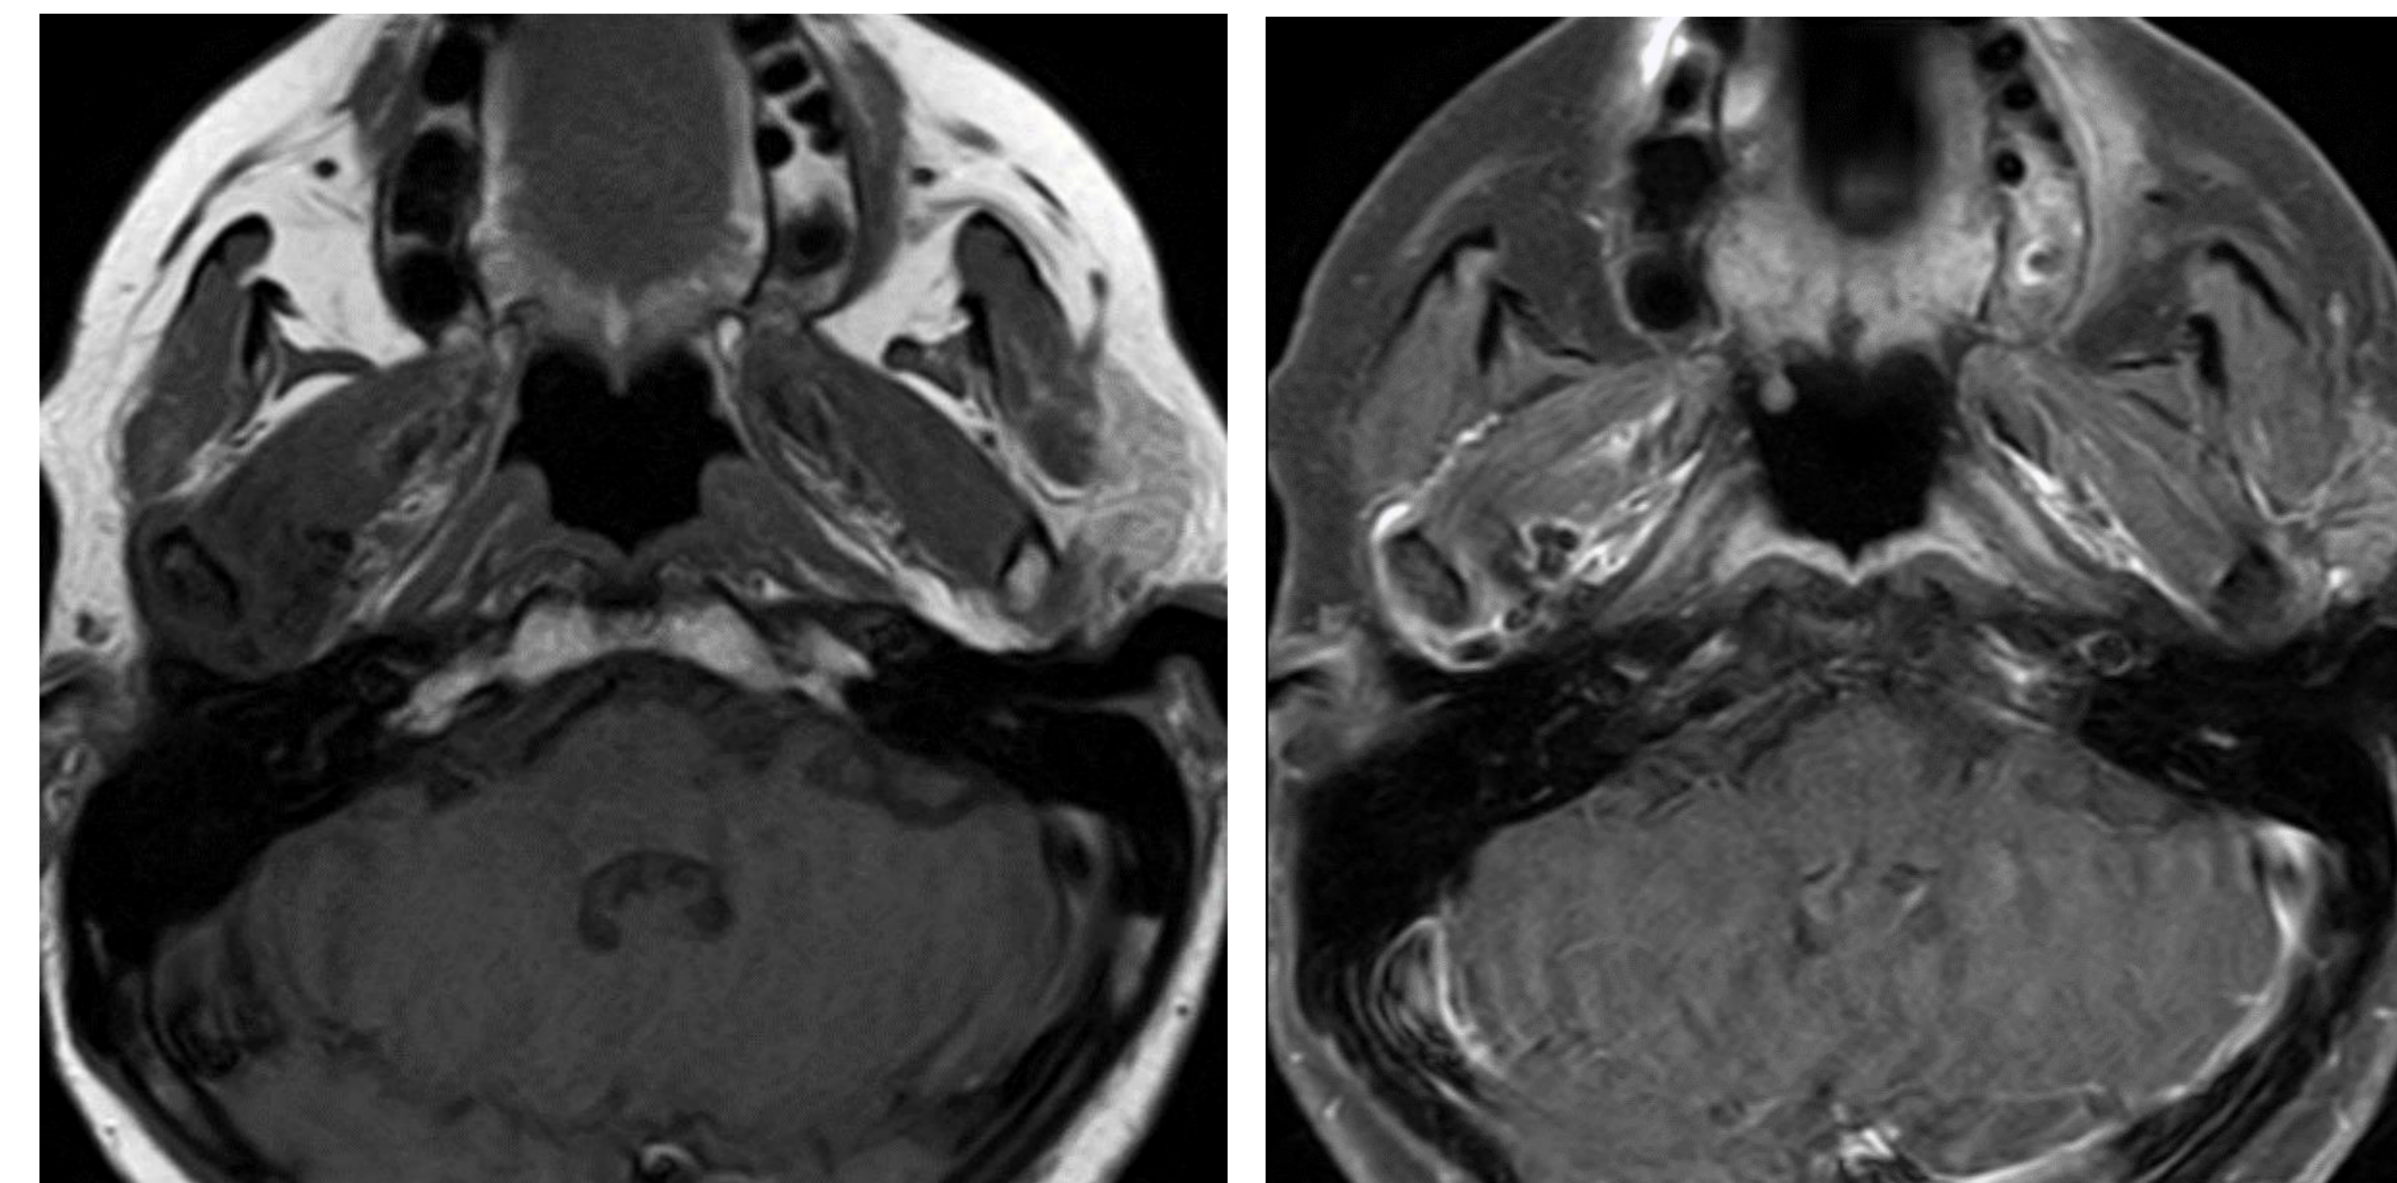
Imágenes de RM, ponderadas en T1 y T1-GD observándose en ellas la presencia de múltiples nódulos hipointensos, inflamación articular y tejido amorfo iso-intenso dentro del espacio articular.
